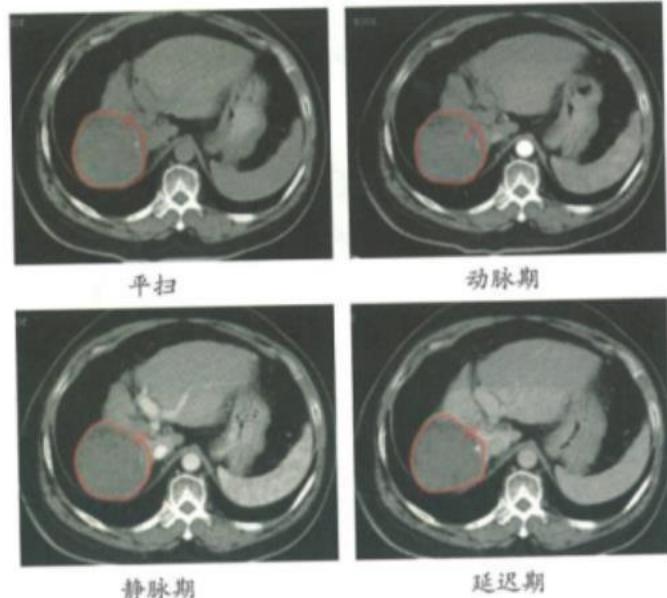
2018年3月23日广州复大肿瘤医院CT：肝右S7、8段圆形低密度灶，边缘清晰，形成假包膜，病变内无强化，CT值27HU，内有低密度坏死区（箭头所指圆圈内），提示肿瘤失去活性，出现液化坏死
